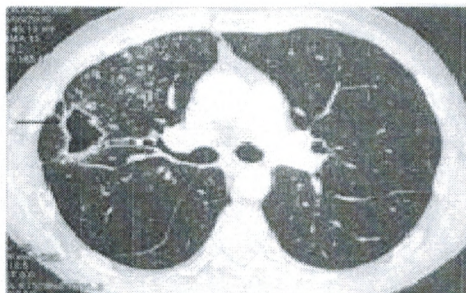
et fig. 106-5. TDM thoracique montrant une caverne à paroi épaisse (flèche) avec sa bronche de drainage (étoile) associée à des micronodules
